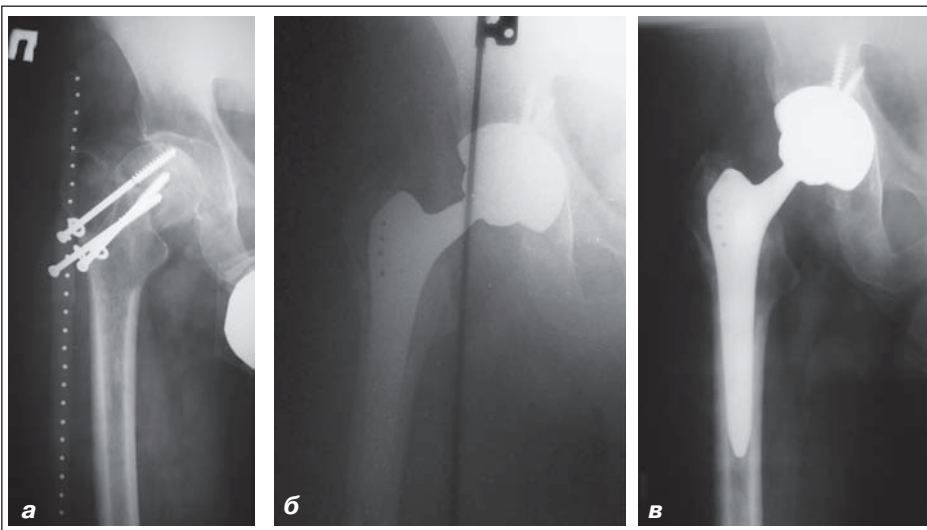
Фотоотпечатки рентгенограмм больного Я., 42 года, история болезни № 83927, диагноз: ложный сустав шейки правой бедренной кости, состояние после несостоятельного остеосинтеза перелома шейки правой бедренной кости (2009 г.): а) на рентгенограммах правого тазобедренного сустава выраженный локальный остеопороз вертлужной впадины и проксимального отдела бедренной кости; б) выполнено бесцементное эндопротезирование правого тазобедренного сустава эндопротезом Zimmer, установлен ацетабулярный компонент Continuum с укреплением остеопоротических стенок вертлужной впадины спонгиозными аутотрансплантатами, взятыми из головки бедренной кости; в) рентгенограмма через 2 года после операции
